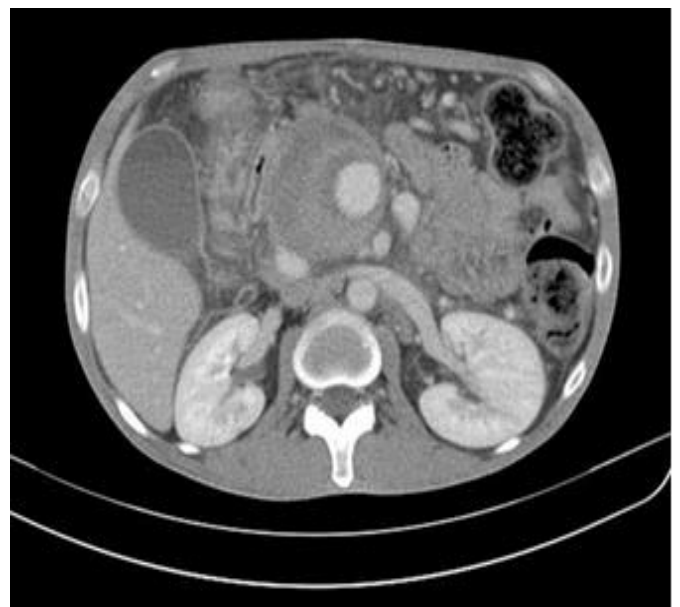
TC: pseudoaneurisma de artéria esplênica.
